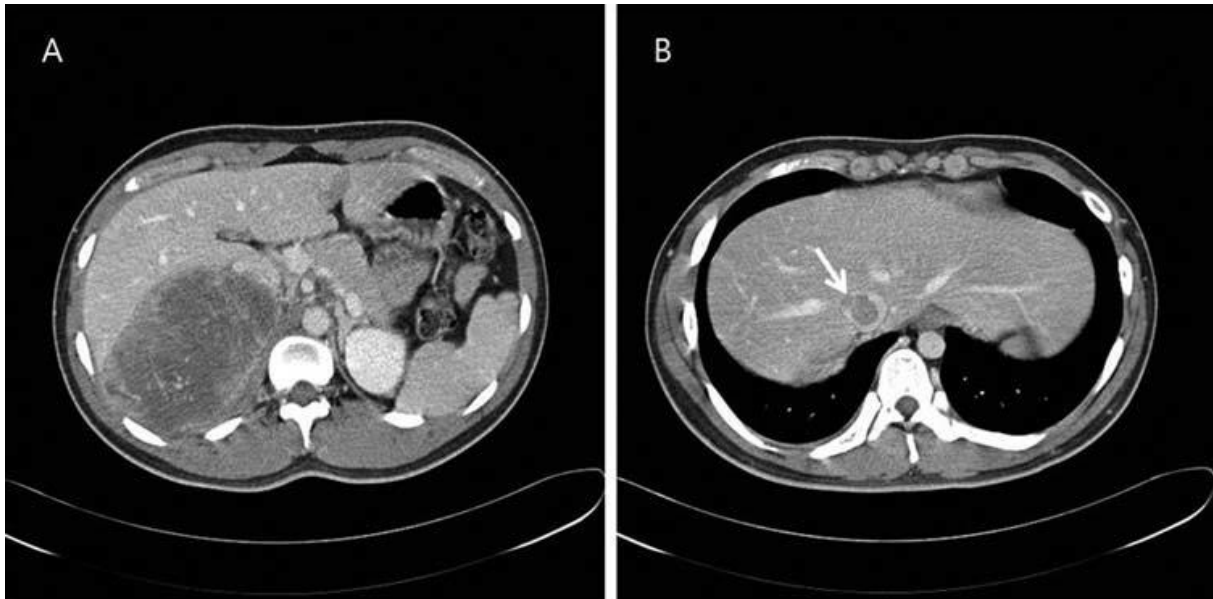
TC abdominal mostra feocromocitoma direito de grandes dimensões, com trombo na veia cava inferior.
